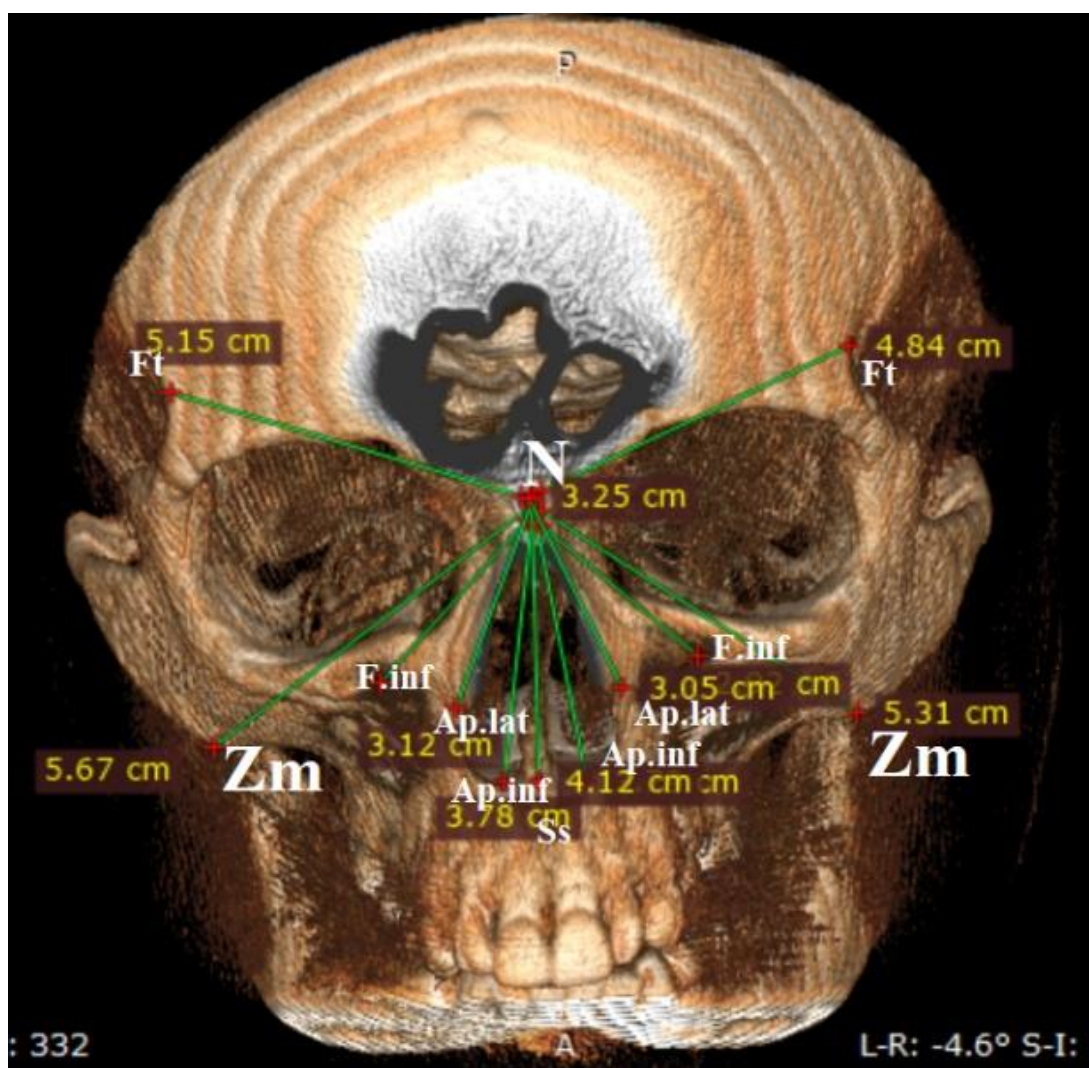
Оцінка лінійних параметрів будови лицьового черепа. СКТ. 3D моделювання (верхня частина).
